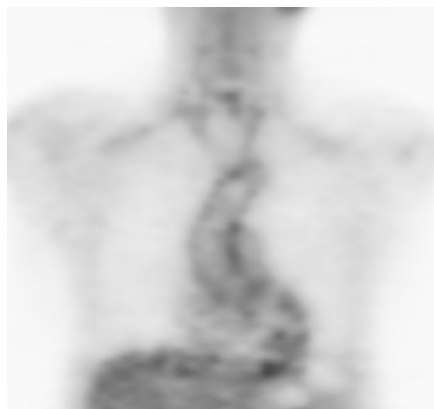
Ein weiteres Beispiel für eine „benigne“ Speicherung von FDG in der Aorta, hier in der frontalen Ebene
